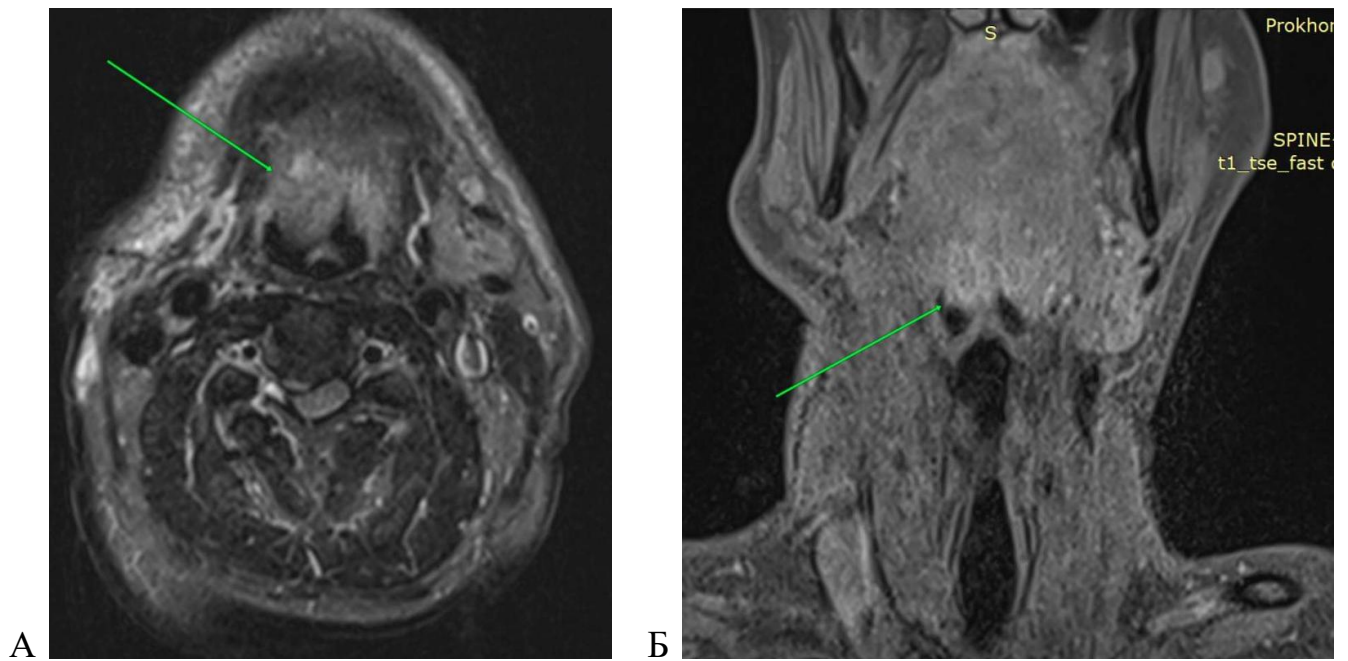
Очаговое структурное изменение валлекул языка справа по данным МРТ орофарингеальной области с в/в контрастированием пациента П.:
